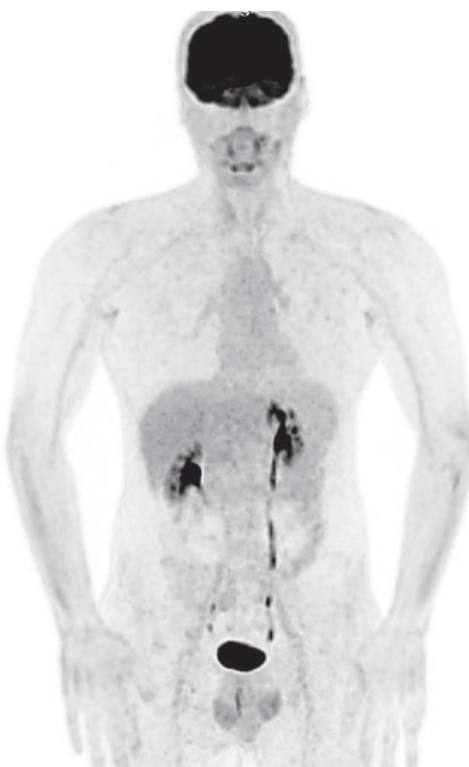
ПЭТ-КТ с ^{18}F ФДГ — полный метаболический ответ
